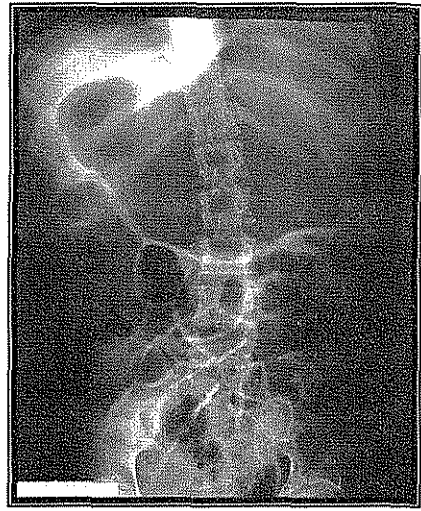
Radiografía simple de abdomen en decúbito supino, preliminar al inicio de una SEGDTI en la que se puede apreciar gran dilatación gástrica e intestinal.
